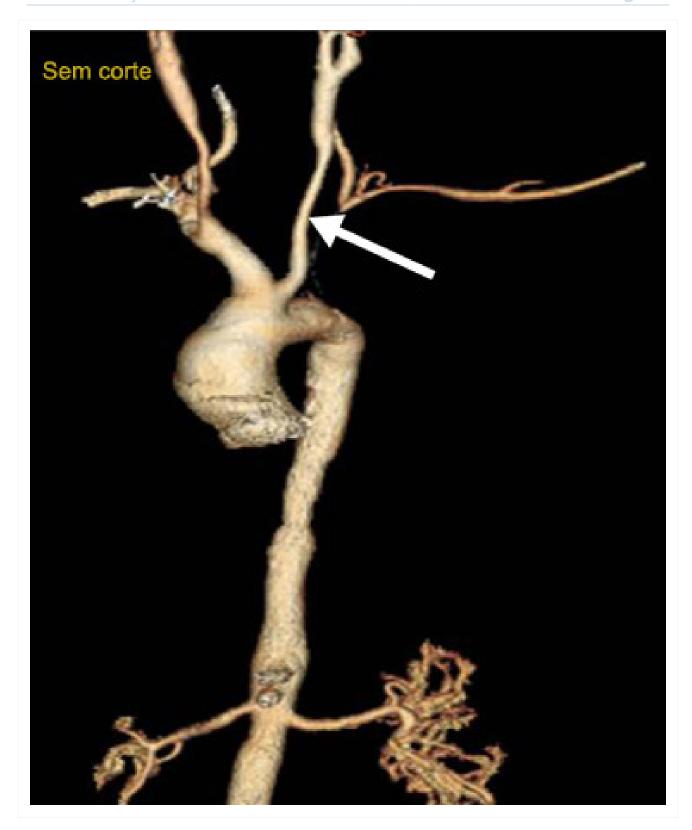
Angiotomografia, com reconstrução 3D do arco aórtico e grandes vasos, mostrando oclusão proximal da artéria subclávia esquerda e a artéria vertebral esquerda patente distal à oclusão (síndrome do roubo vertebral esquerdo)
